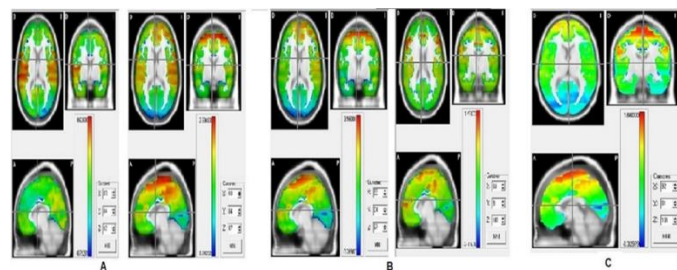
Mapas de significación estadística resultantes de la comparación de los parámetros de la tomografía eléctrica cerebral entre el grupo de pacientes y el grupo sano. $p < 0.05$.
